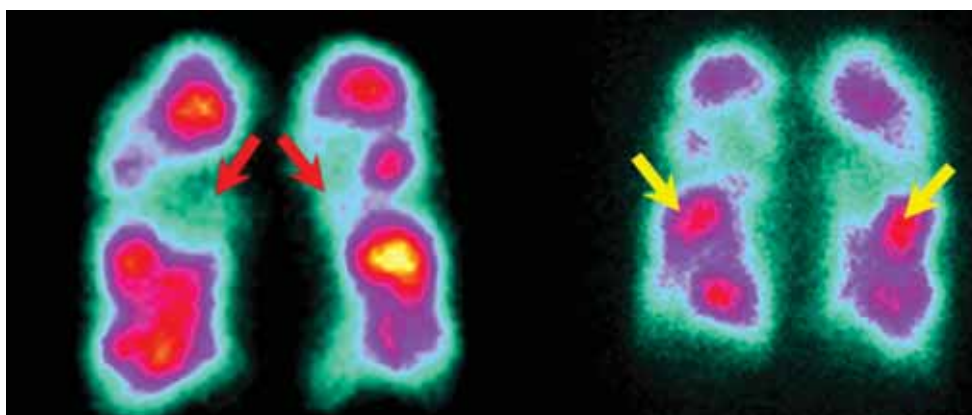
ОФЭКТ-картина поражения легких у больной ревматоидным артритом (красные стрелки — дефекты перфузии; желтые стрелки — зоны сохраненного кровотока)
